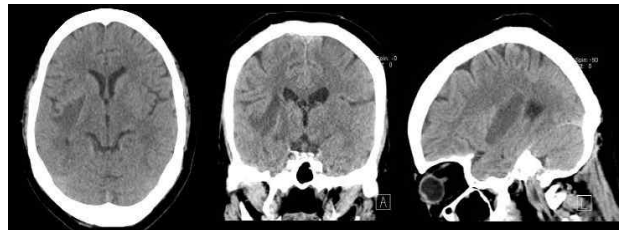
Brain CT (2020.02.14)
